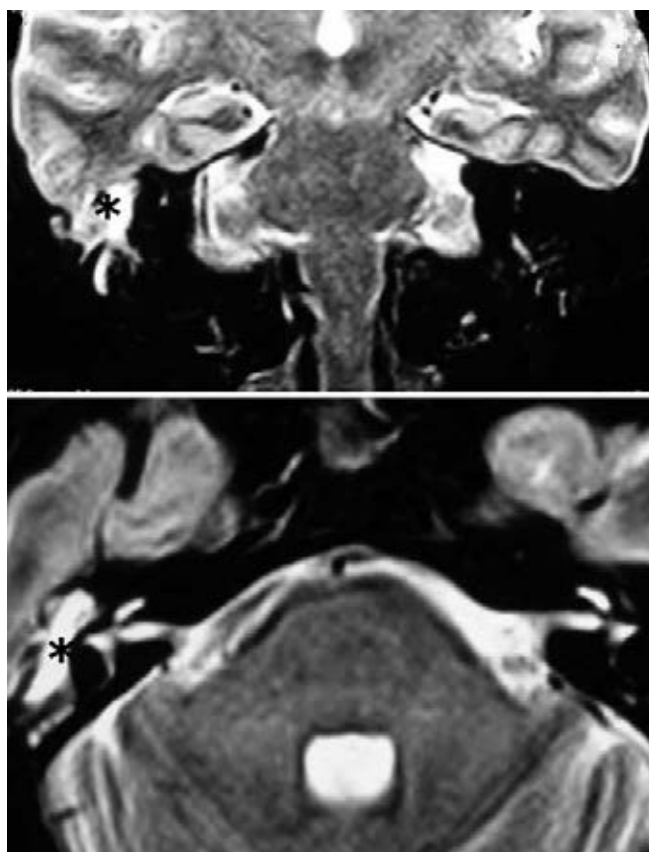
Resonancia magnética del cráneo (T2) en cortes coronales y axiales, en donde se confirma el meningoencefalocelo.
